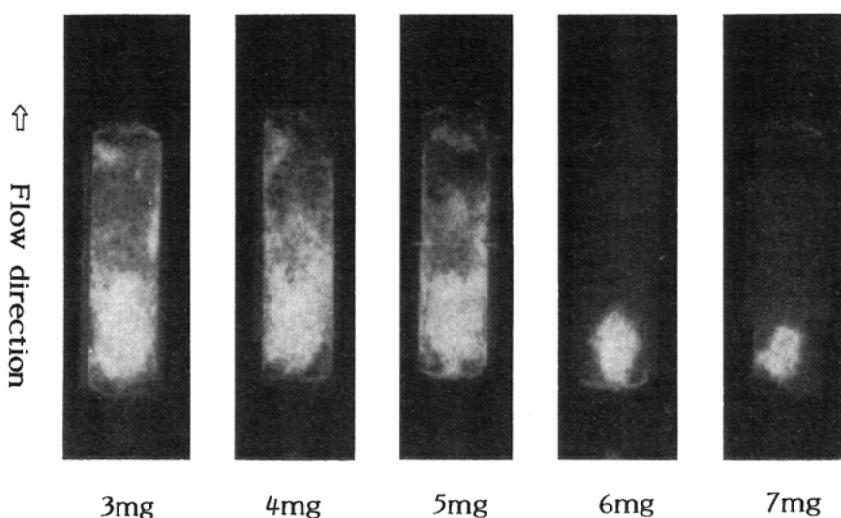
X-ray photographs of chambers after injection of 0.5ml of NP-1010 Lipiodol suspension.
